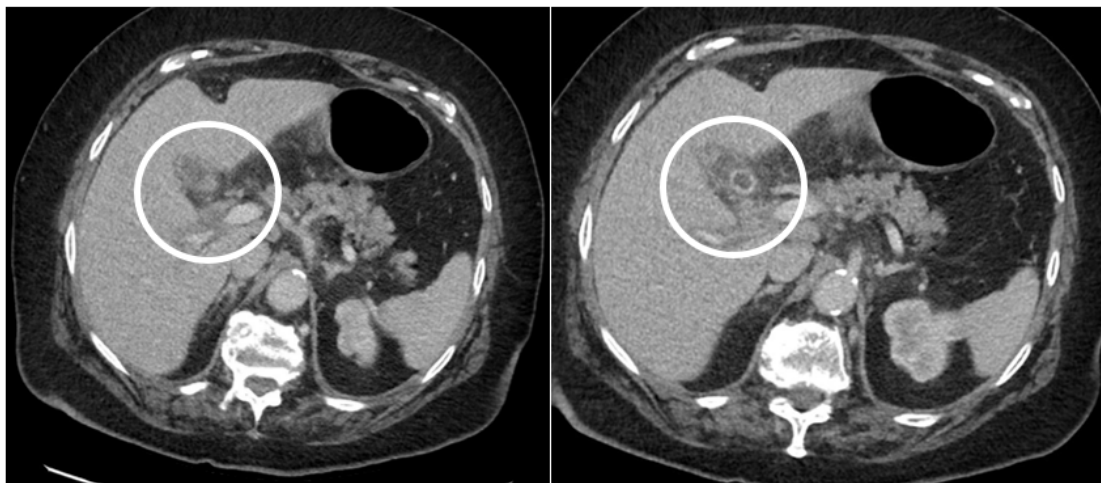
TC abdominal con contraste IV. Vesícula distendida y con pérdida de su morfología, con múltiples soluciones de continuidad en su pared. Colelitiasis en infundíbulo biliar.
